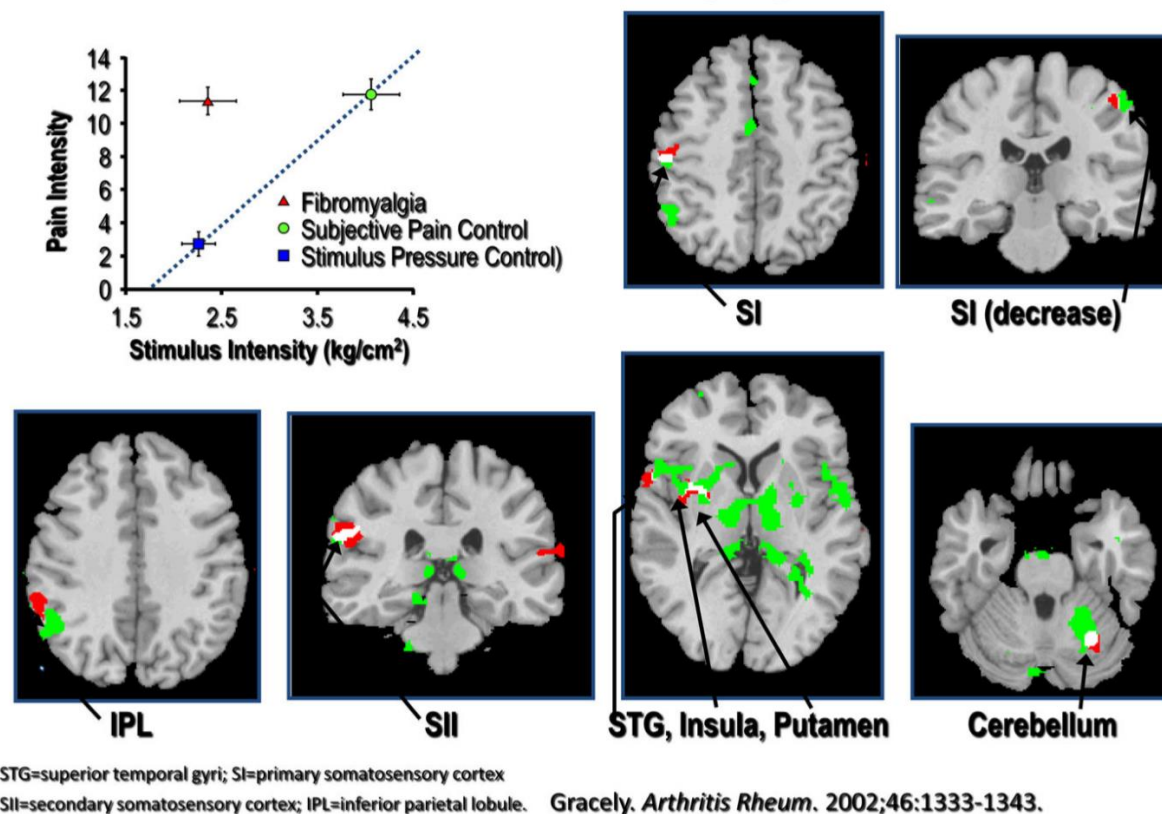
Primer estudio de resonancia magnética funcional en FM. Los pacientes con FM (triángulo rojo) recibieron un estímulo de baja intensidad que produjo dolor moderado (en una escala de intensidad de dolor 0-20). La respuesta BOLD se comparó con controles que recibieron la misma intensidad de estímulo (cuadrado azul) y una intensidad más alta necesaria para percibir la misma intensidad de dolor (círculo verde). En el grupo control no hubo activación neuronal significativa al estímulo de baja intensidad, pero en el grupo FM sí, y esas áreas se solaparon significativamente con el patrón de respuesta a estímulos que doblaron la intensidad en controles. Tomado de Sluka & Clauw, 2016. Copyright © 2016 IBRO. Con permiso de Elsevier.
